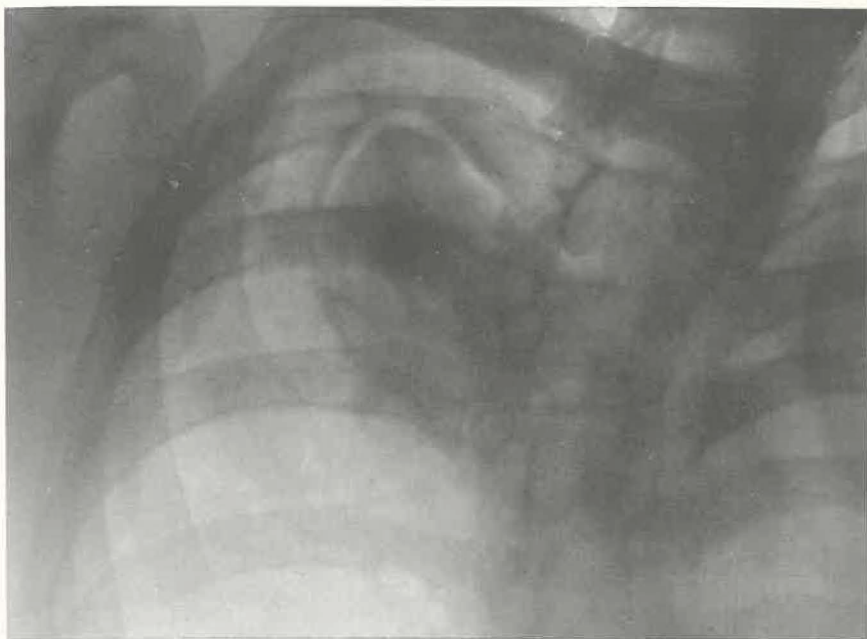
Radiographie oblique antérieure droite.
